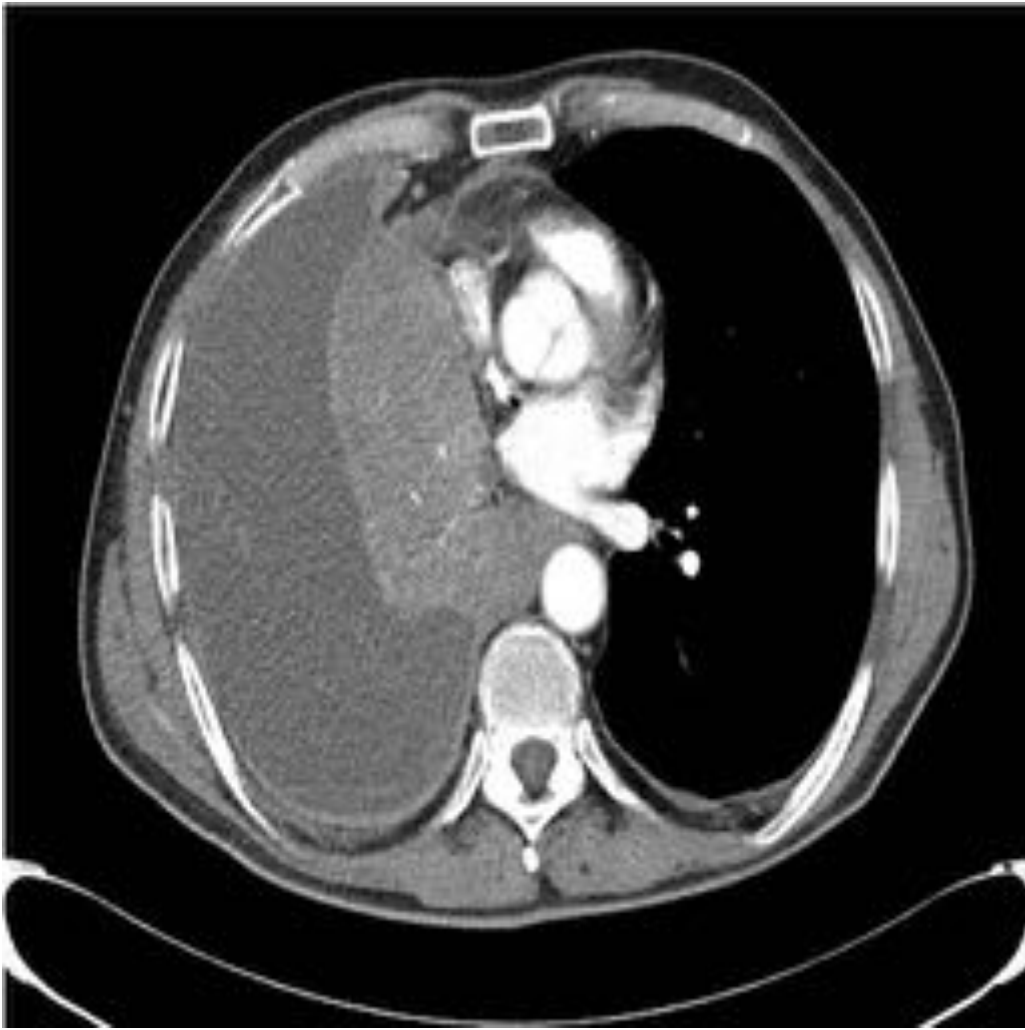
Corte axial de TAC torácico con contraste intravenoso. Se visualiza derrame pleural masivo derecho con atelectasia pulmonar completa. Se trataba de un mesotelioma pleural subtipo epitelial.
